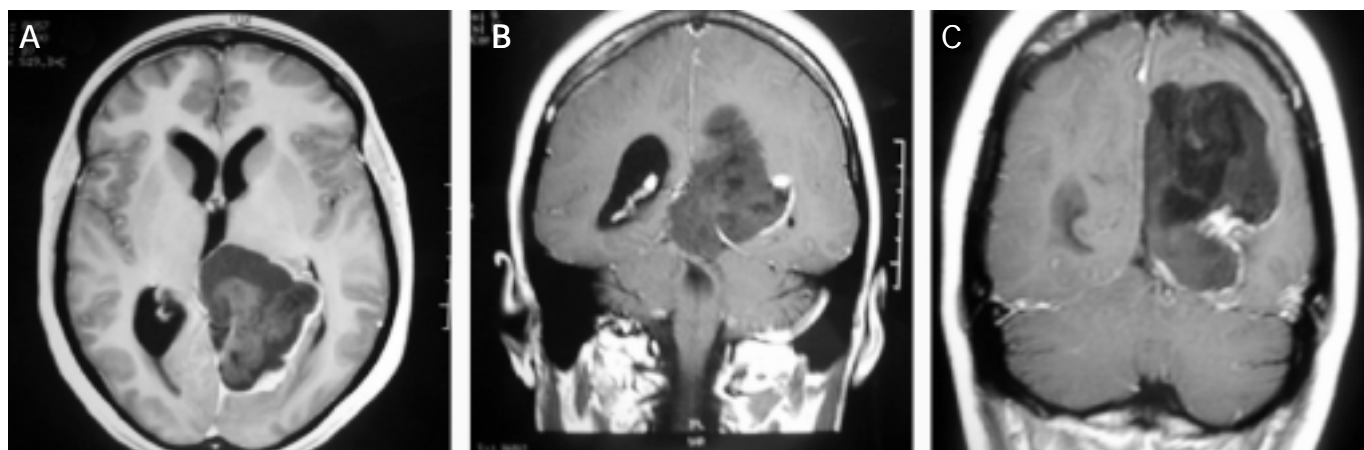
Imagen de resonancia magnética preoperatoria en secuencia de intensidad T1: en la que se observa una lesión extraaxial izquierda a nivel de la cisterna cuadrigeminal; A. Corte axial. B. Corte Coronal. C. Corte coronal.
